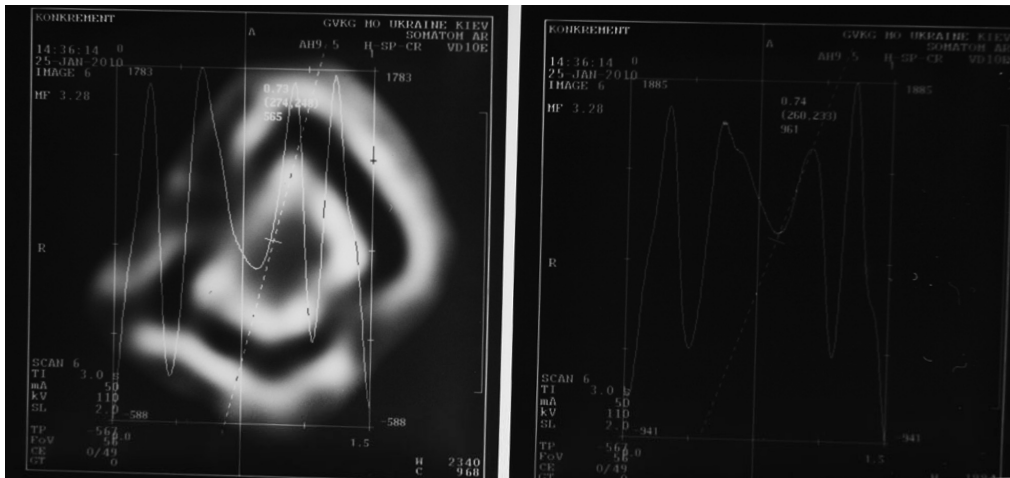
Гистограмма рентгеновской плотности желчного конкремента после инкубации с ДС в течение 24 часов
